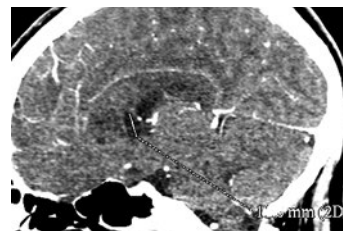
TC craneal donde se identificándose una alteración morfológica hipodensa en línea media afectando rostro y rodilla del cuerpo caloso.
